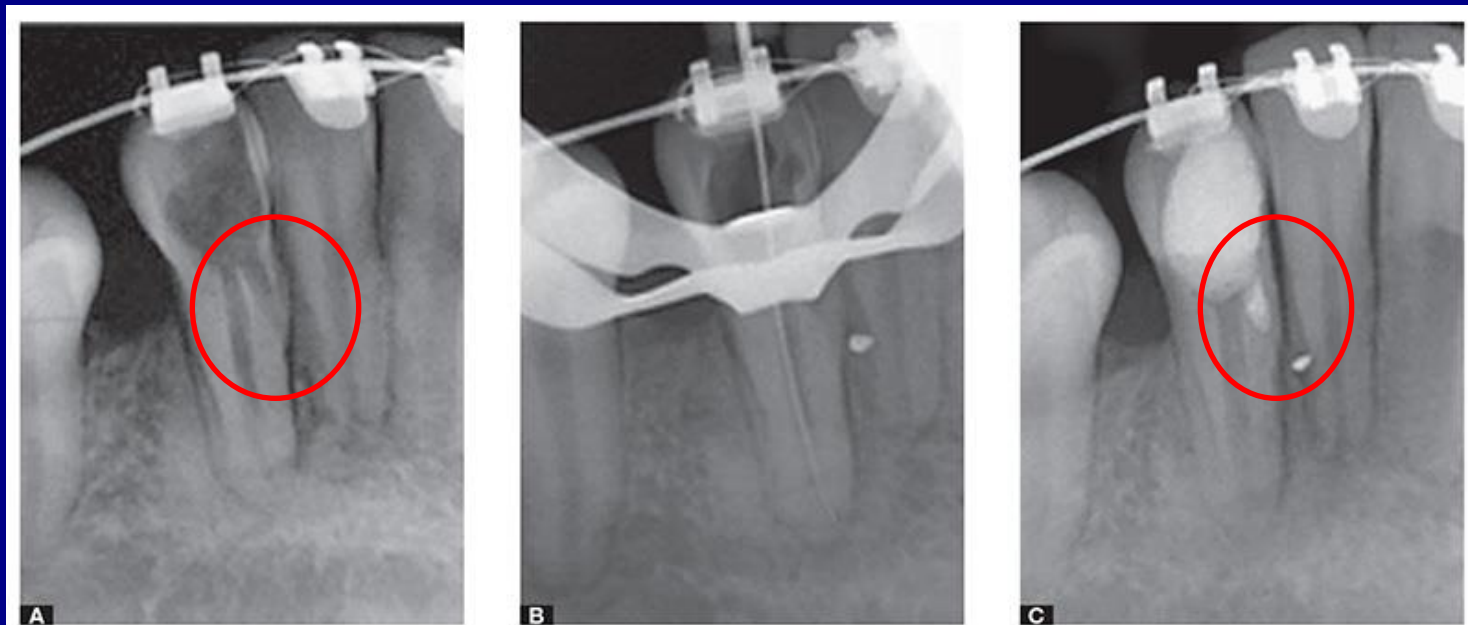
A) Radiografia inicial: desgaste excessivo coronário, trajeto da perfuração para a mesial e ponto radiopaco extrarradicular sugestivo de material restaurador. B) Confirmação do comprimento de trabalho. C) Assentamento do MTA na perfuração.
